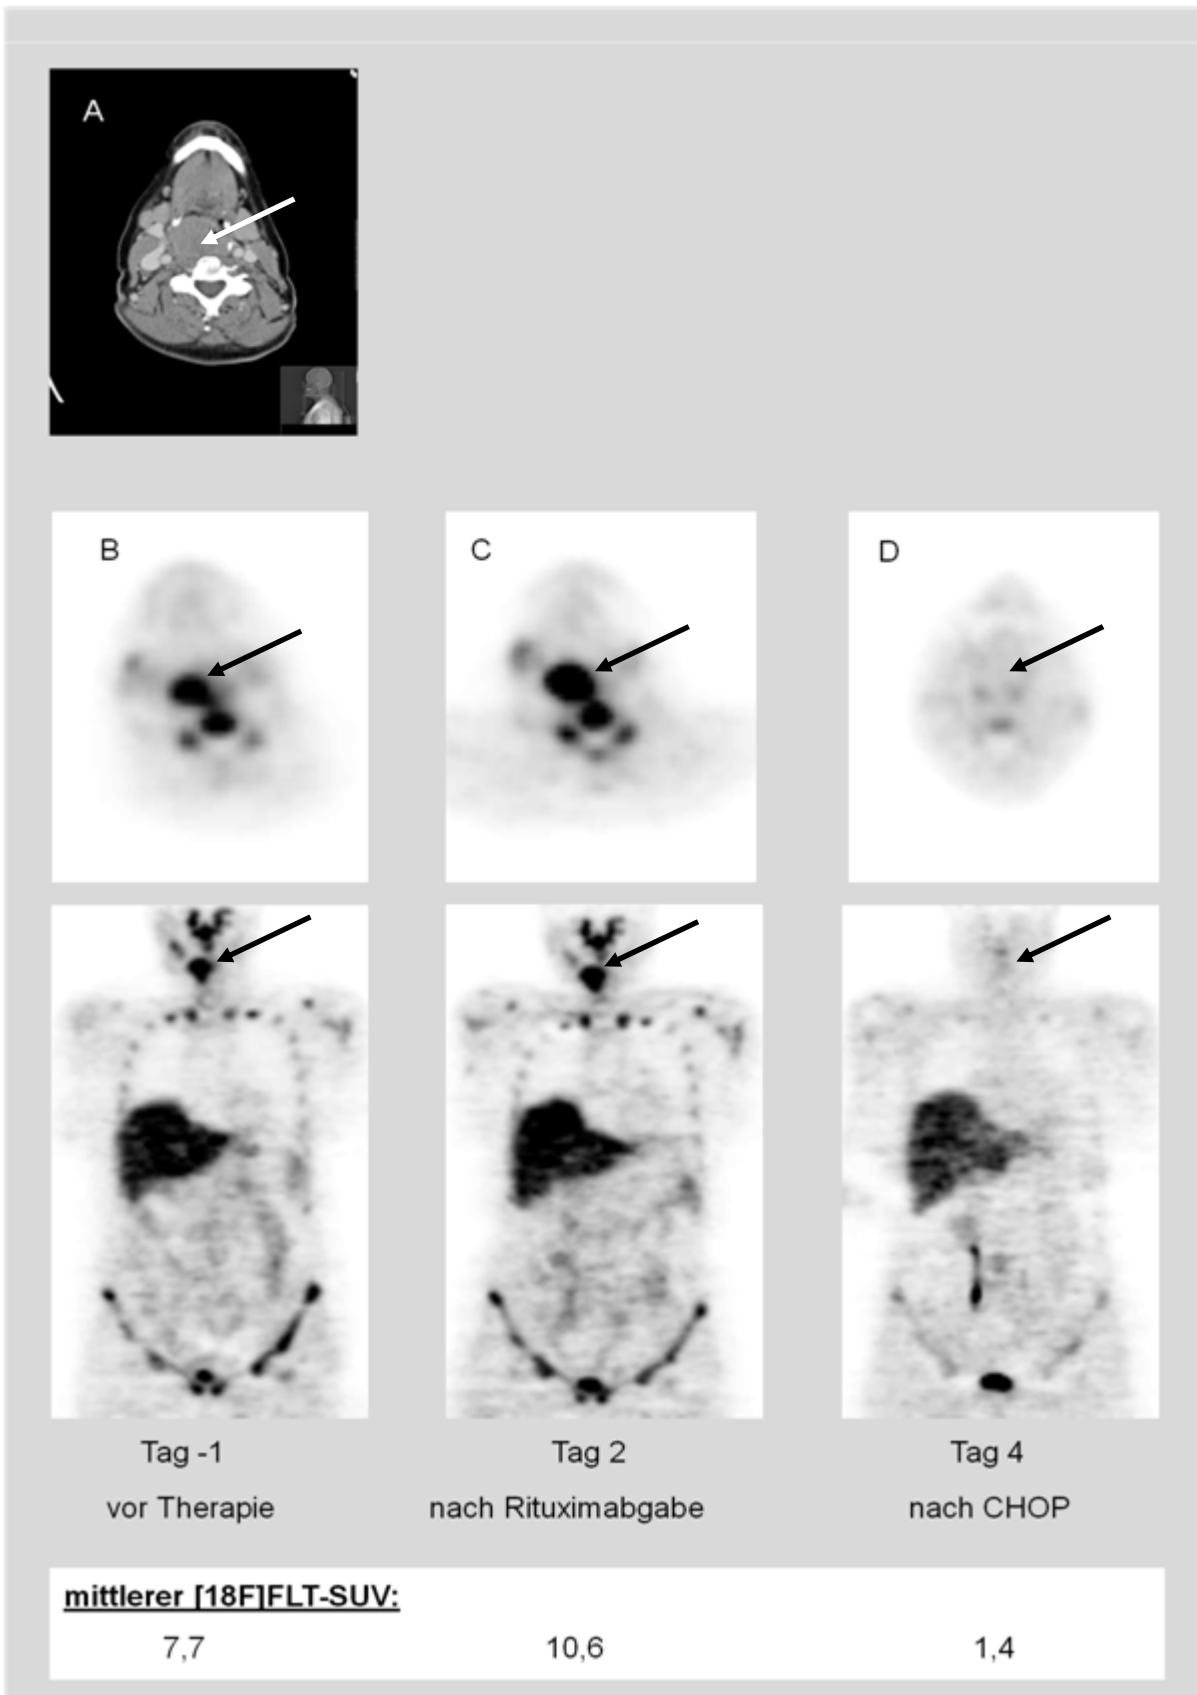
(A) Konventionelles CT durch die lymphombefallene Region, sowie ein korrespondierender Schnitt und eine koronal rekonstruierte Ganzkörperaufnahme des $[^{18}\text{F}]\text{FLT}$ -PET jeweils zur Eingangsuntersuchung vor Therapie (B), 2 Tage nach Rituximabgabe (C) und 2 Tage nach CHOP (D) des Patienten Nummer 15 aus der Gruppe (2).
